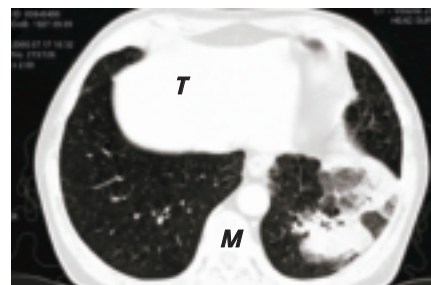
Tumeur pulmonaire observée en tomographie axiale. T = tumeur, M = médiastin.
